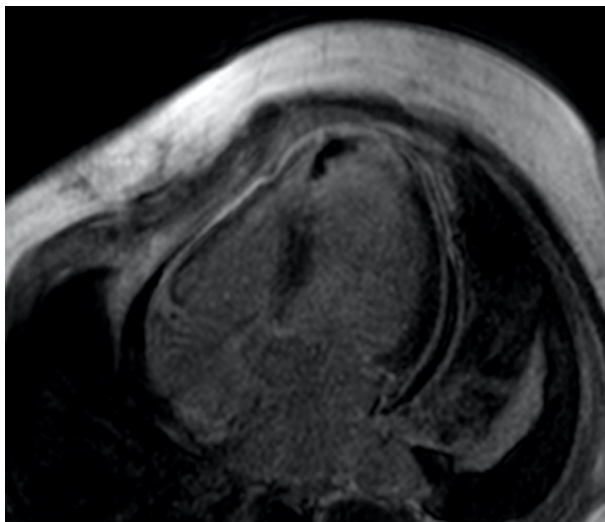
RMN con gadolinio, evidenciando imagen hipointensa que no realza con contraste y que ocupa todo el espesor de la pared sin reconocimiento de miocardio en ese sector, limitada por pericardio, que impresionaba corresponder a una región de rotura contenida por un trombo apical.
